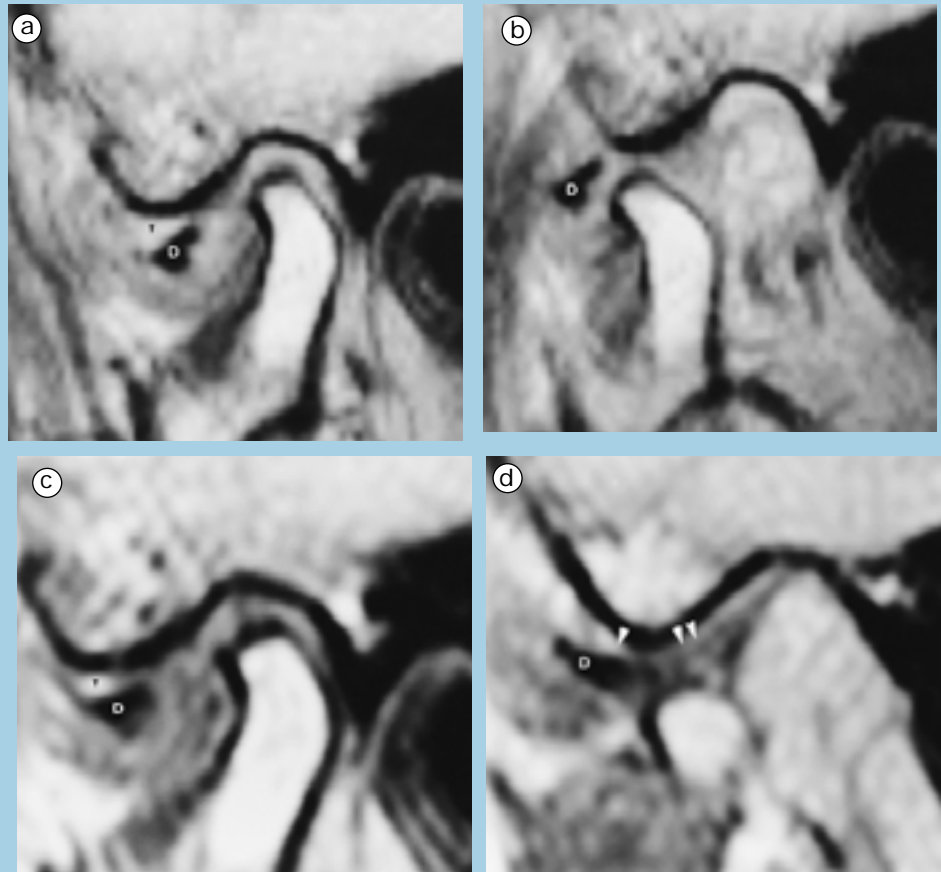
DFRD com placa miorelaxante, na presença de um DDIC antigo (mulher de 65 anos). IRM Sagitais da ATM esquerda. a) BF - (antes) disco muito luxado e enrolado debaixo da eminência temporal com um derramamento sinovial considerável no compartimento súpero-anterior (ponta de seta); b) BA - (antes) disco expelido (D) na frente do côndilo que realiza uma translação satisfatória, sinal de um DDIC antigo; c) BF, depois: disco na mesma posição, mas não enrolado (D), com derramamento mais reduzido (ponta de seta); d) BA - (depois) formação de um novo disco. Na frente do côndilo, a banda discal (ponta de seta) e, atrás do côndilo, a DFRD (dupla ponta de seta), aqui muito visível sobre o corte medial condilar.
